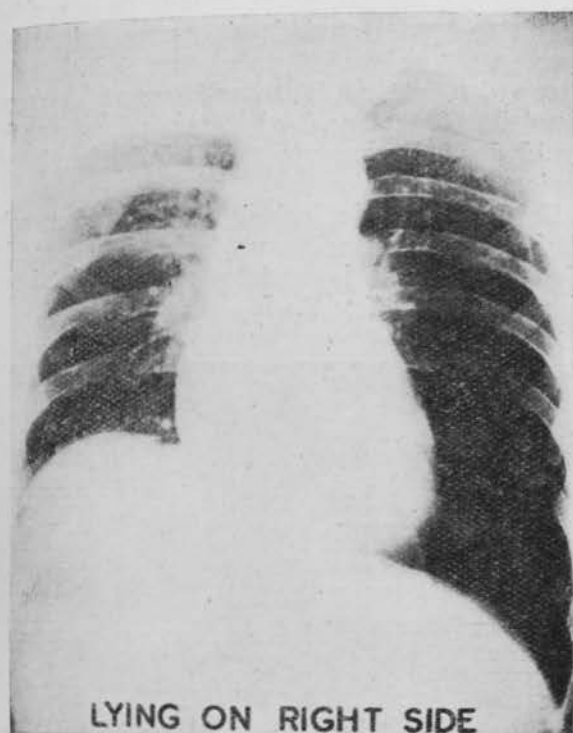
Radiografía anteroposterior del mismo individuo de la figura 1 acostado sobre el lado derecho.
